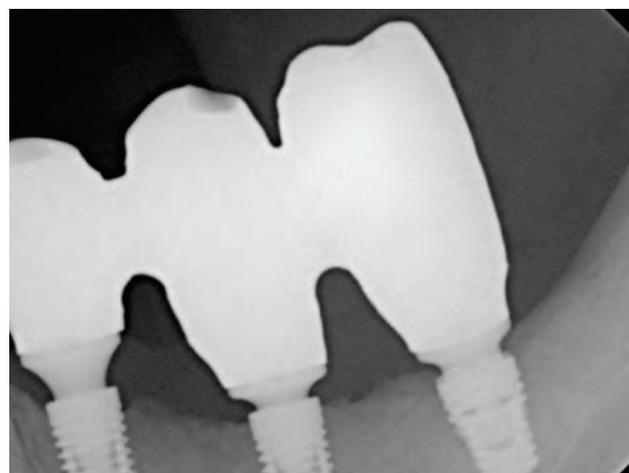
Radiografia periapical demonstrando a adaptação dos copings dos implantes instalados na região dos dentes 34, 35 e 36.
